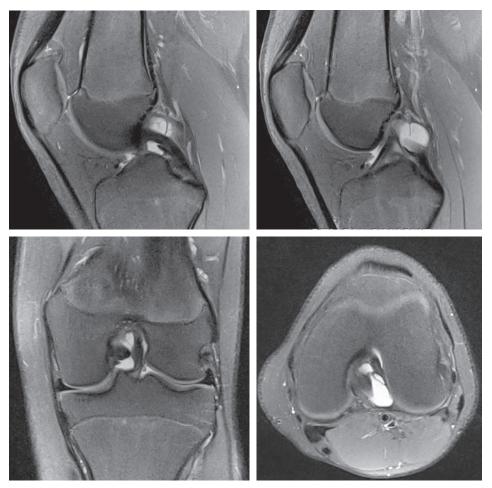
Kyste du ligament croisé postérieur, genou gauche, images IRM.
